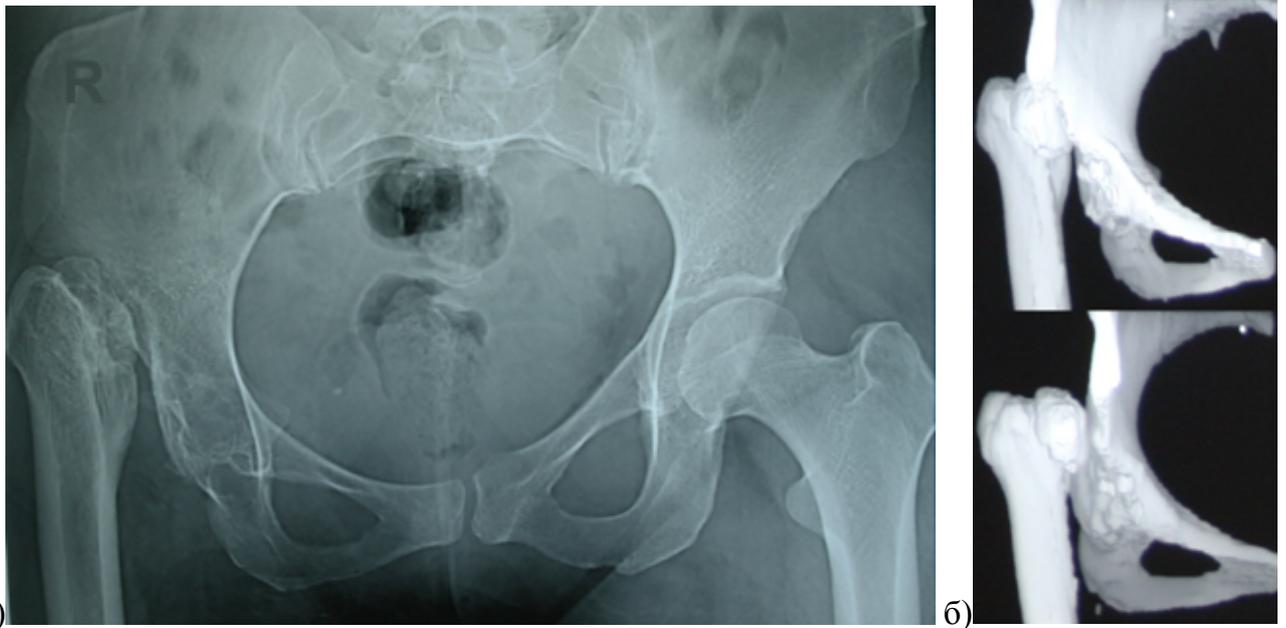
а) рентгенограмма таза пациентки 36 лет с правосторонним высоким вывихом типа С2 по Hartofilakidis, в детстве попытка открытого вправления, укорочение правой нижней конечности составляет 7 см; б) на 3D реконструкции КТ хорошо визуализируется типичная форма проксимального отдела бедренной кости, а также видно, что запас кости достаточный для установки вертлужного компонента имеется только в области истинной впадины, которая закрыта остеофитами и представляет из себя узкую щель
